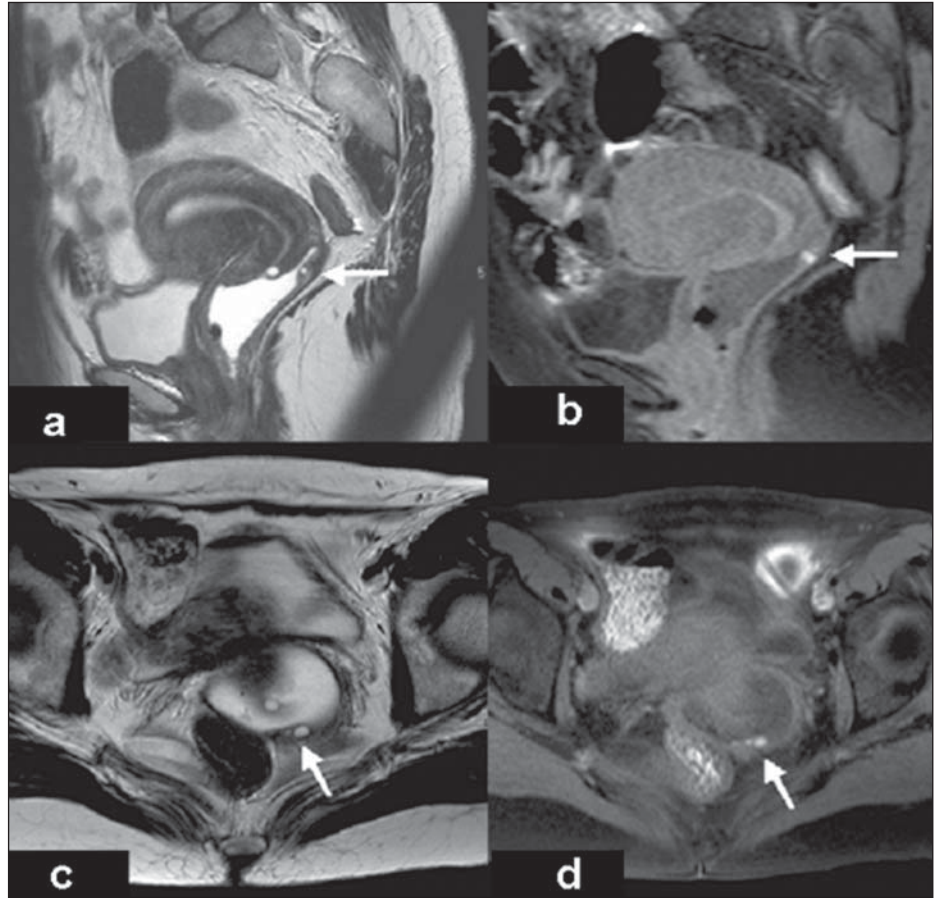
Imagens pesadas em T2 nos planos sagital (a) e axial (c) e pesadas em T1 com supressão de gordura no plano sagital (b) e axial (d) mostram endometriose vaginal. RM evidencia espessamento nodular hipointenso nas seqüências pesadas em T2 da parede posterior da porção profunda da vagina, com focos de sangramento de permeio (setas).
